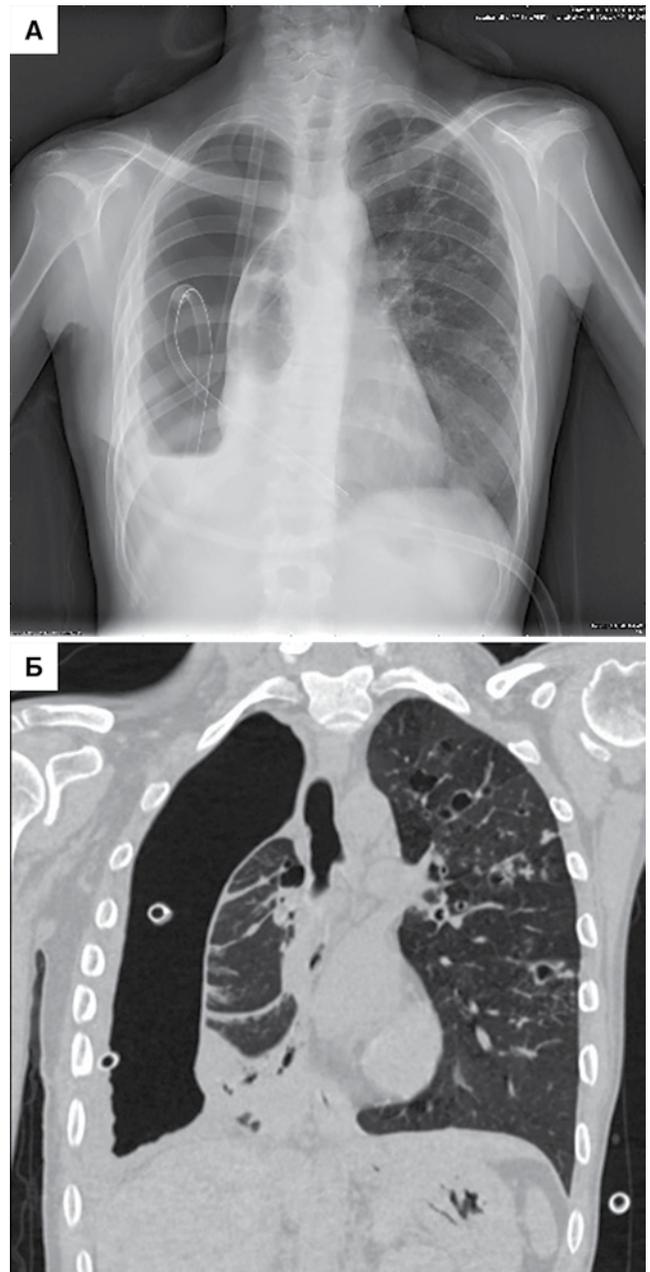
Пациентка Л. А – обзорная рентгенограмма ОГК, Б – компьютерная томограмма (фронтальная реконструкция) ОГК при поступлении.
